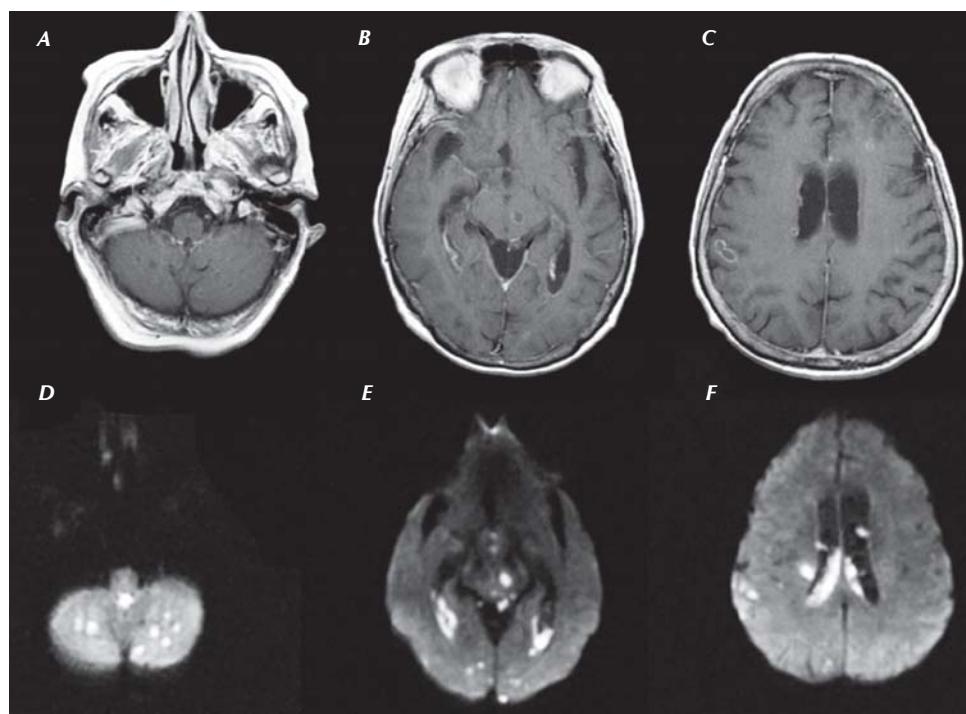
Imagen por resonancia magnética de encéfalo en corte axial ponderada en T1 (1.5 T) con gadolinio (A-C). Imagen por resonancia magnética de encéfalo en corte axial con técnica de difusión (1.5 T) (D-F).
